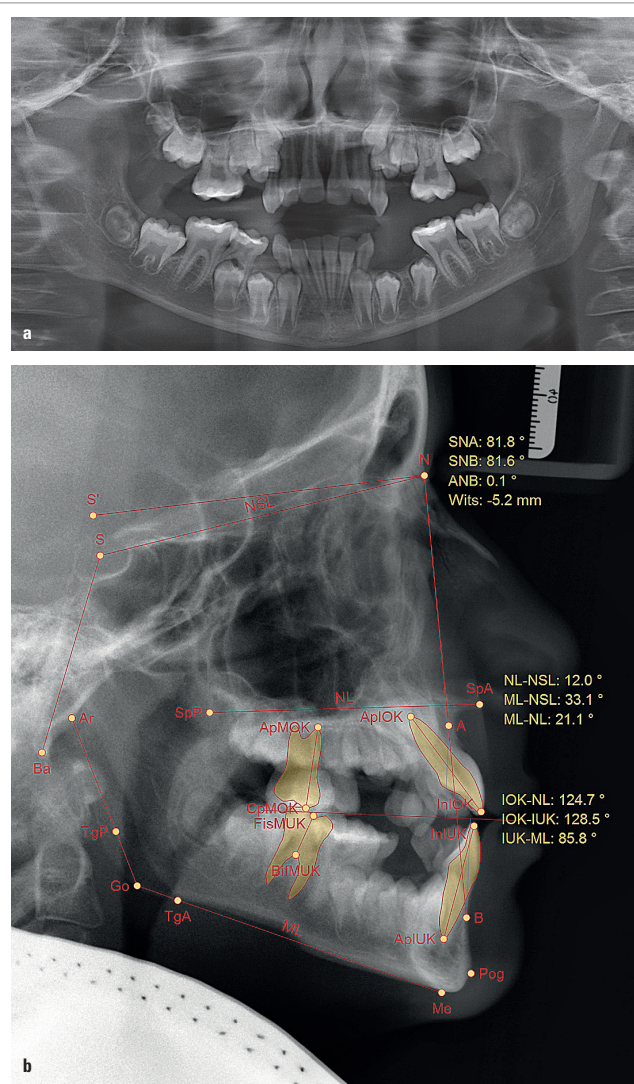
Röntgenbilder. Das FRS zeigt einen WITS-Wert von -5,2 mm.
